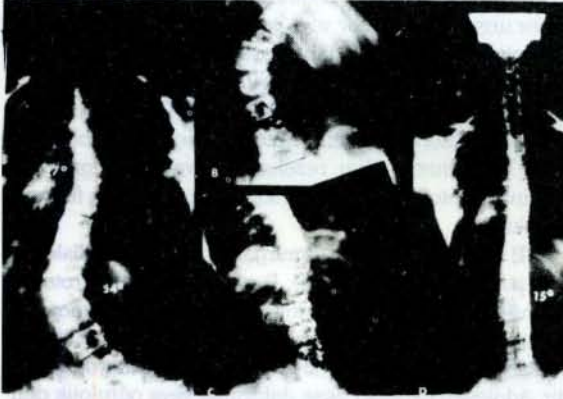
Torako-lumbar eğrilik Halo-femoral traksiyon alçı koreksiyon ve T<sub>4</sub>L<sub>4</sub> arasına füzyon yapılarak tedavi edildi. 6 sene sonraki grafide 75° eğrilğin 22° stabil kaldığı tesbit edildi.
